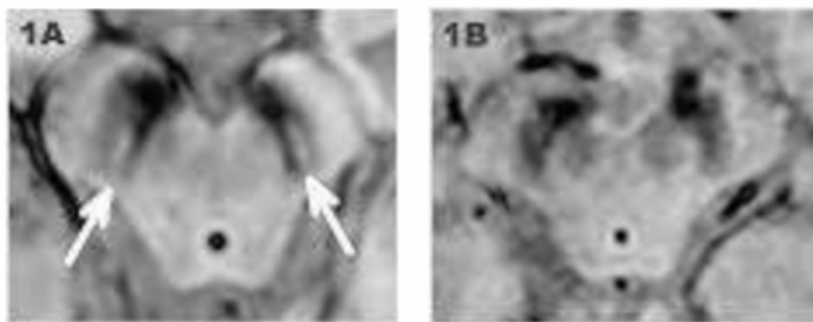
Imagem RM T2 SWI. (1A) Paciente controlo, visualização da cauda de andorinha; (1B) Paciente com DP, visualização da perda de diferenciação. (Schwarz et al., 2014)
